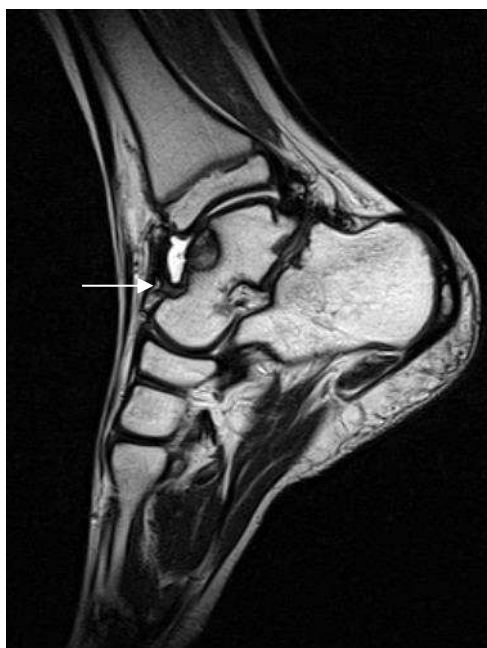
МРТ голеностопного сустава в сагиттальной проекции в режиме T2-ВИ. На фоне жидкости в передних отделах сустава определяется утолщение синовиальной оболочки до 0,3 см
